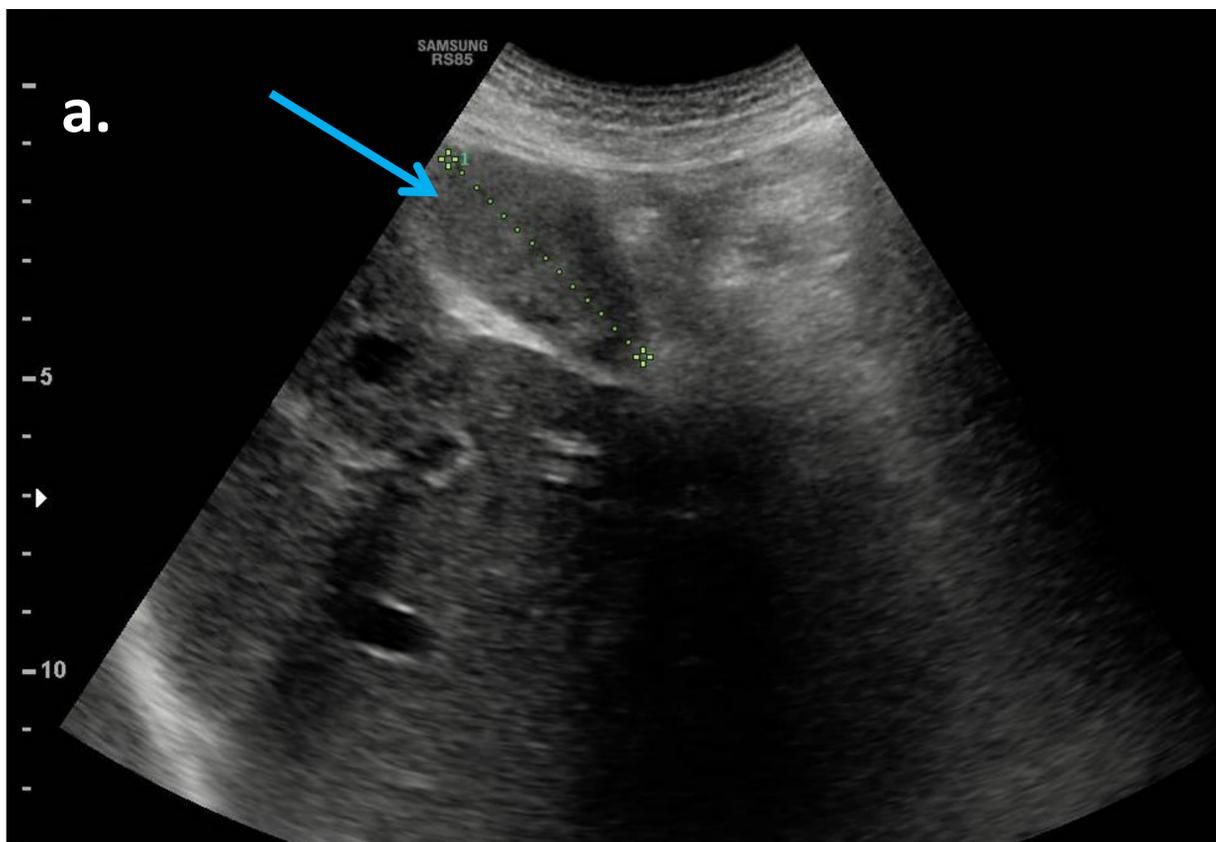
Mujer de 60 años, se realiza ecografía abdominal por sospecha de colecistitis aguda. Se observa vesícula biliar distendida (flechas), con contenido heterogéneo y levemente hipoecogénico con respecto al parénquima hepático.
